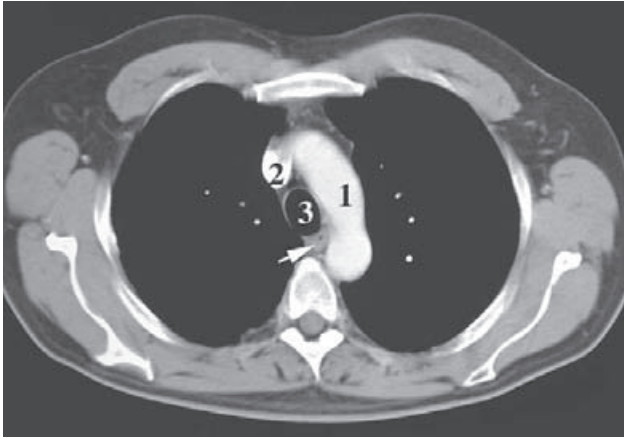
TC de la cavidad torácica a nivel de T4. 1) Arco aórtico; 2) vena cava superior; 3) tráquea. La flecha señala el esófago.
